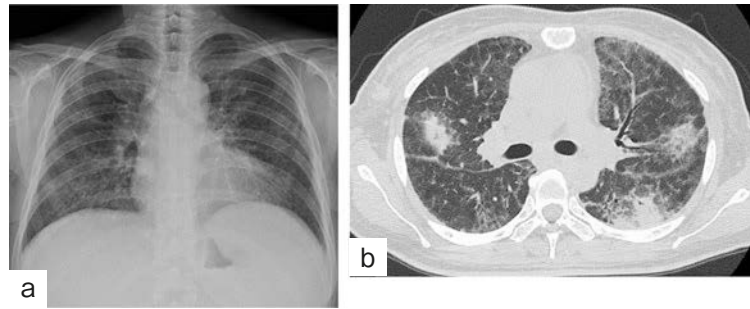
Chest X-ray (a) and chest CT (b) before the first bronchoscopy. The chest CT shows diffuse ground-glass opacities and diffuse infiltration.
